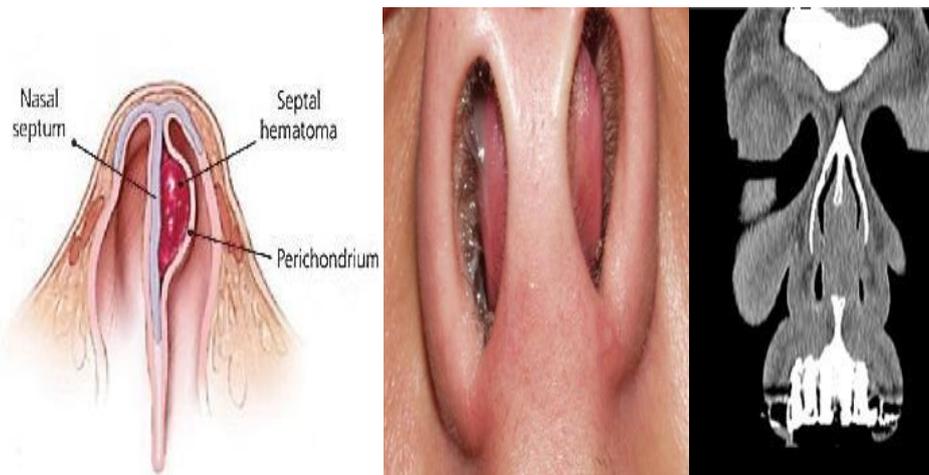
Hematoma septal (de izquierda a derecha: hematoma septal en grafico, al examen fisico, en corte coronal de tomografía computada).
